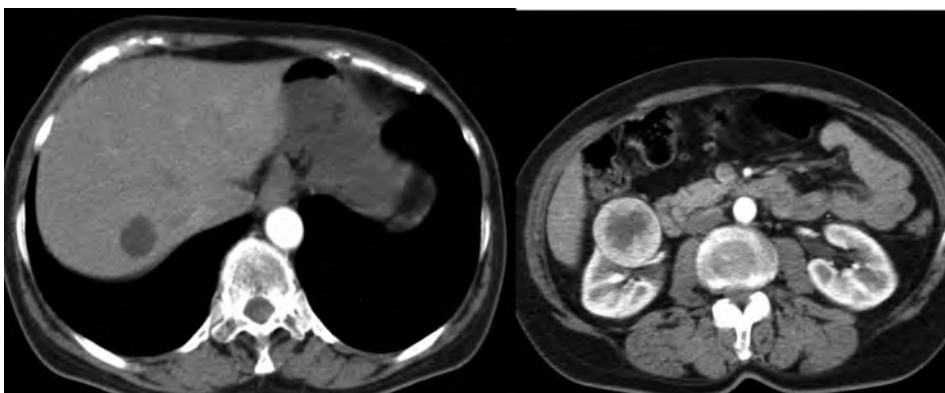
Гіподенсивний аваскулярний кістозний утвір в 7 сегменті печінки без підсилення в пацієнтки з гіперваскулярною пухлиною правої нирки. Не має ідентичних первинній пухлині КТ характеристик. Кіста.
